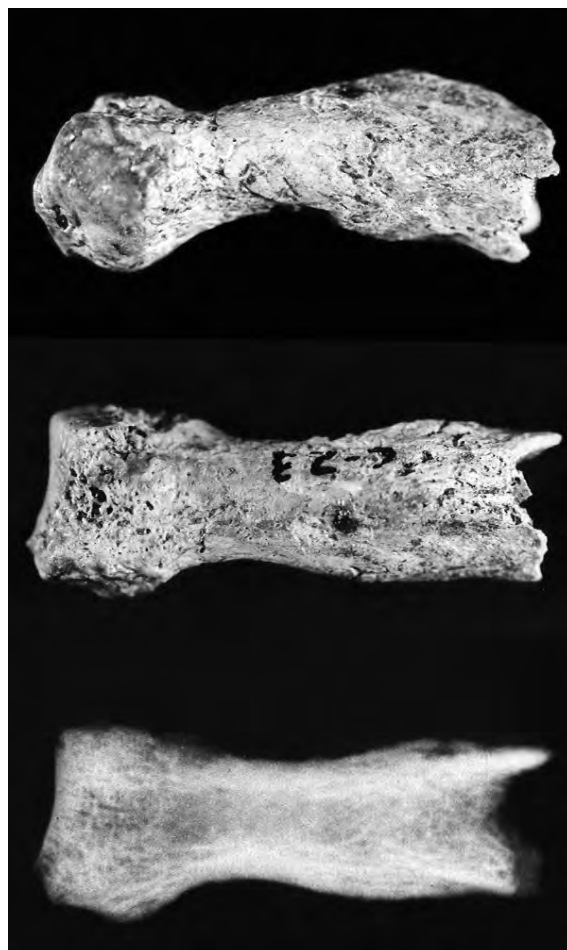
Falange de Clunia amb la típica morfologia de l'espina ventosa. A dalt, vista lateral, al centre vista superior i a baix radiografia que mostra el desdoblament de la cortical de la diàfisi.
